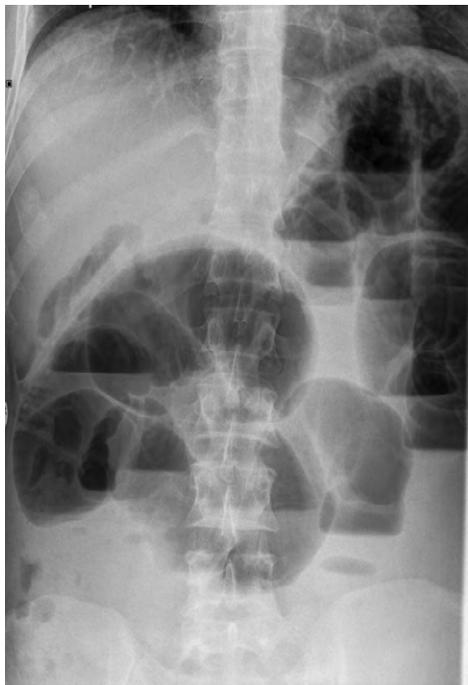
Обзорная рентгенограмма брюшной полости больной К., 73 лет, при поступлении
